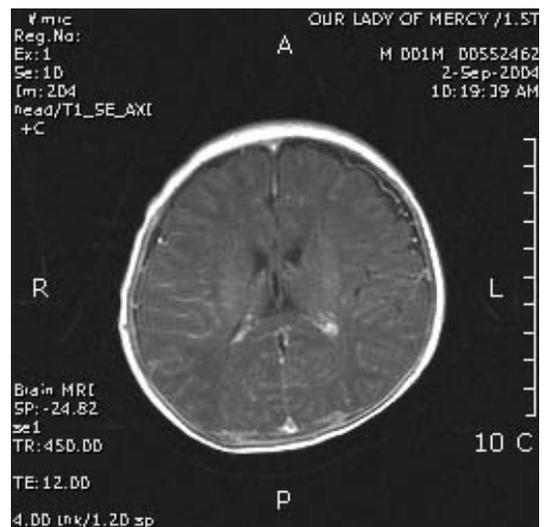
Brain MRI shows meningeal enhancement on bilateral cerebral hemisphere. There is no abnormal mass and empyema.
